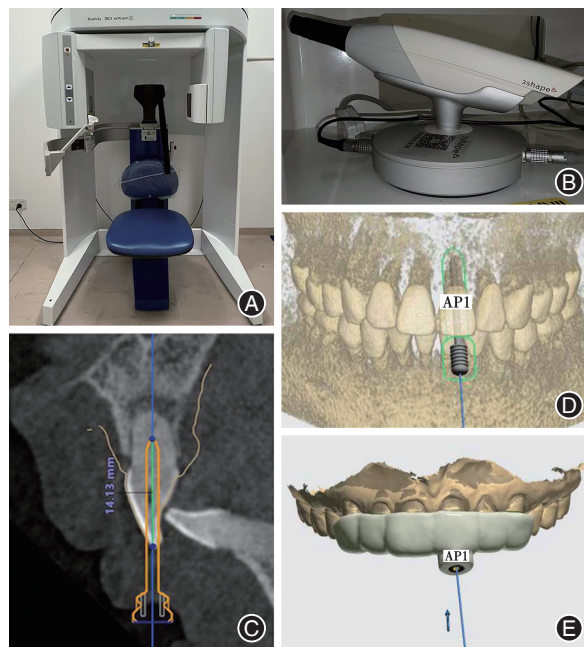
病例1依据锥形束CT(CBCT)数据行3D导板的术前数字化设计 A:KAVO锥束计算机断层扫描仪器;B:3Shape数字化口内扫描仪;C:CBCT矢状面示意入路设计及钻针深度;D~E:计算机辅助设计导板就位及钻针开髓方向;AP1为导板内金属导环型号。
